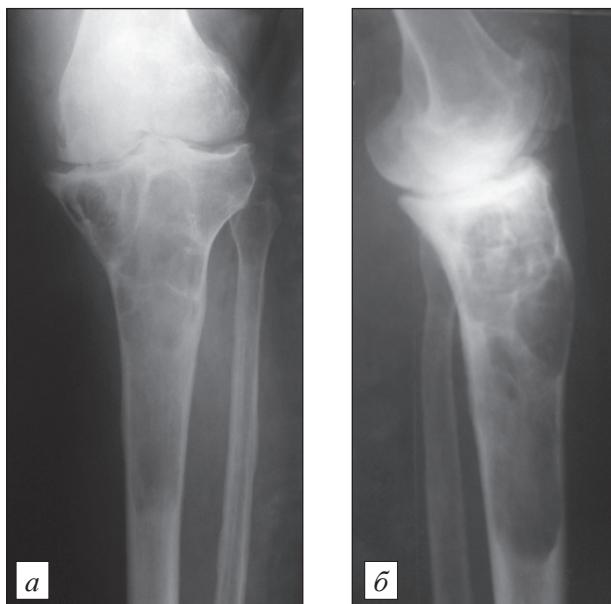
Рентгенограммы больной Ч., 1949 г. р. до операции.
